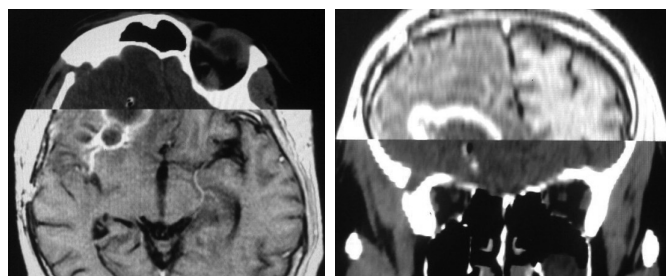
Етап планування СТБ з використанням суміщення зображень КТ та МРТ.
